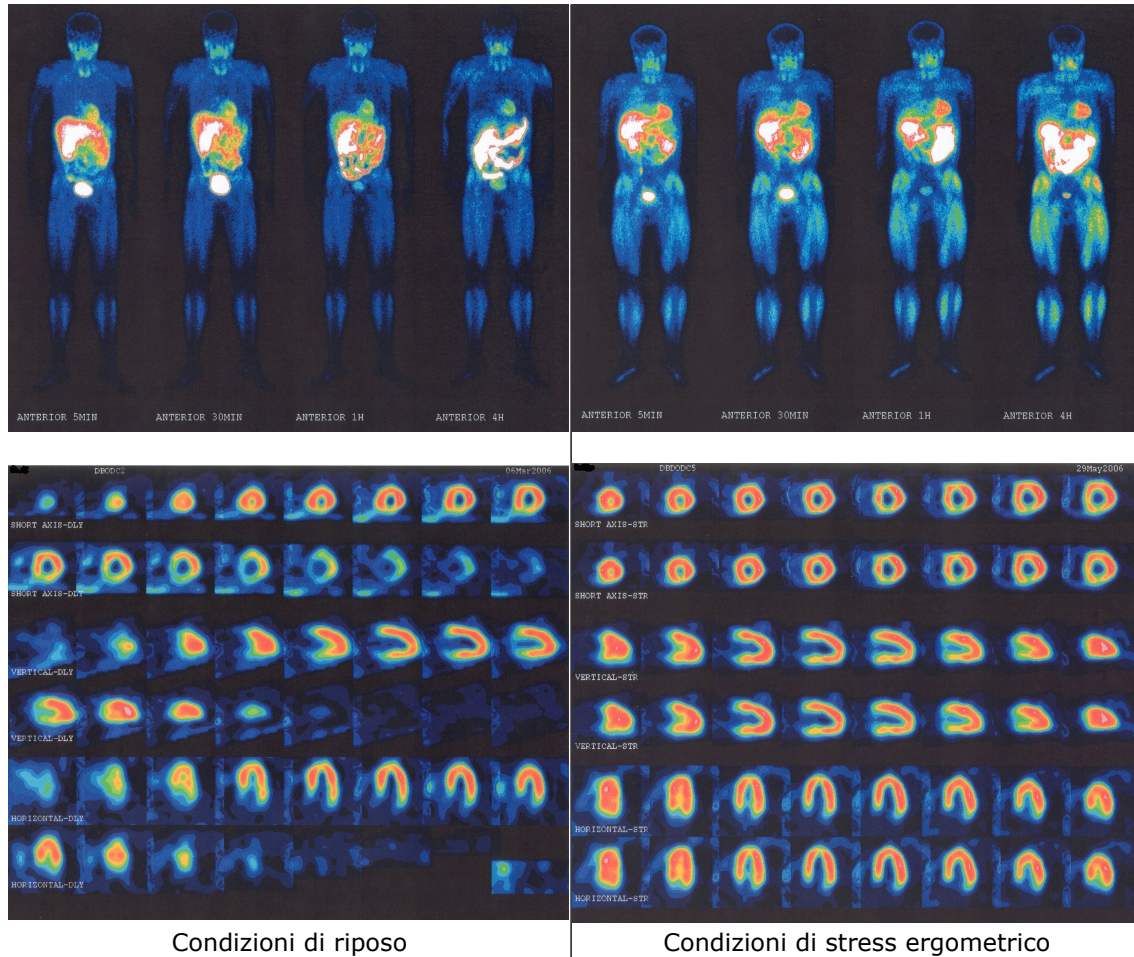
Immagini planari SPECT in vivo di un volontario sano ottenute per infusione venosa di $[^{99m}\text{Tc}(\text{N})]\text{-DBODC5}$. *J. Nucl. Cardiology* 2007 14 , F21, *cortesia del Prof. Duatti*.
